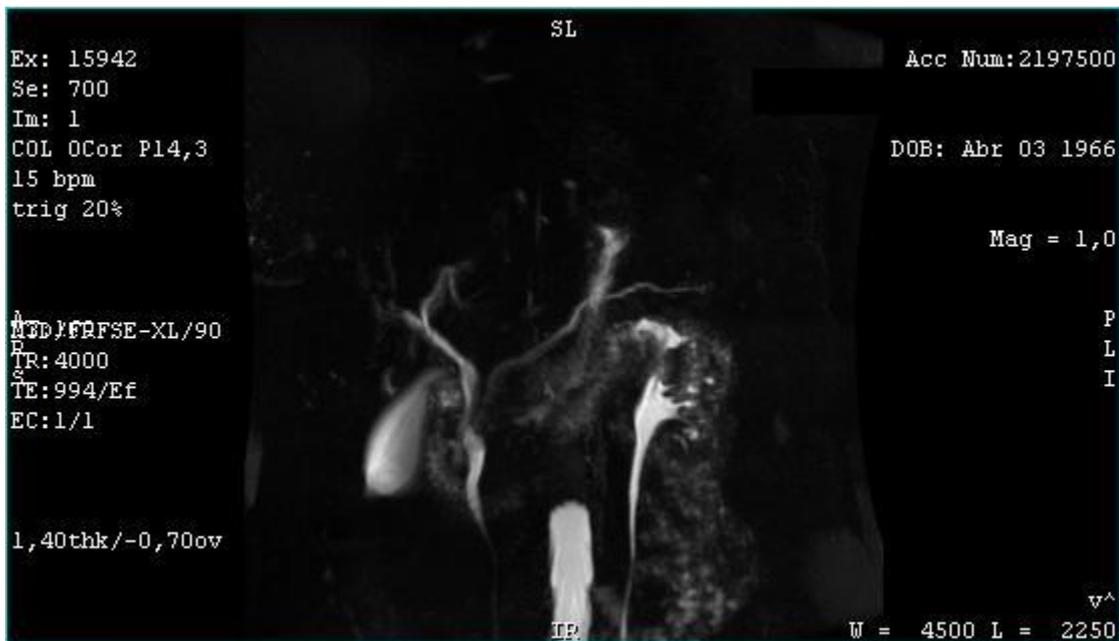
Imagens de tomografia computadorizada da paciente com Pâncreas Divisum (Eduardo Salloum, 2021).
